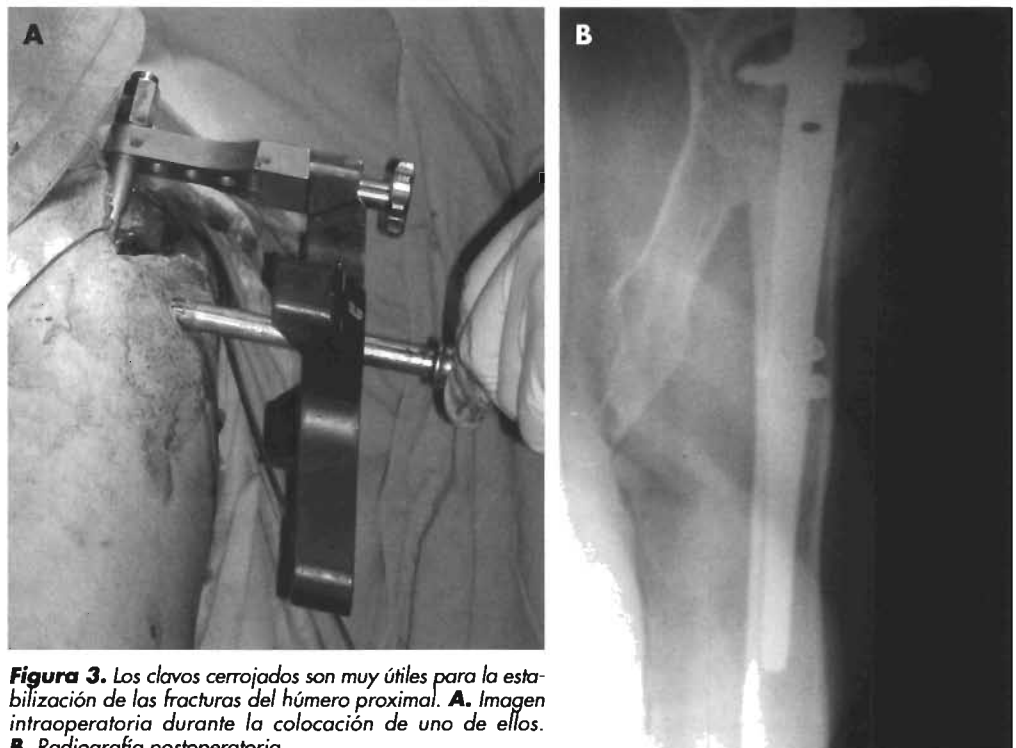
Los clavos cerrojados son muy útiles para la estabilización de las fracturas del húmero proximal. A. Imagen intraoperatoria durante la colocación de uno de ellos. B. Radiografía postoperatoria.
